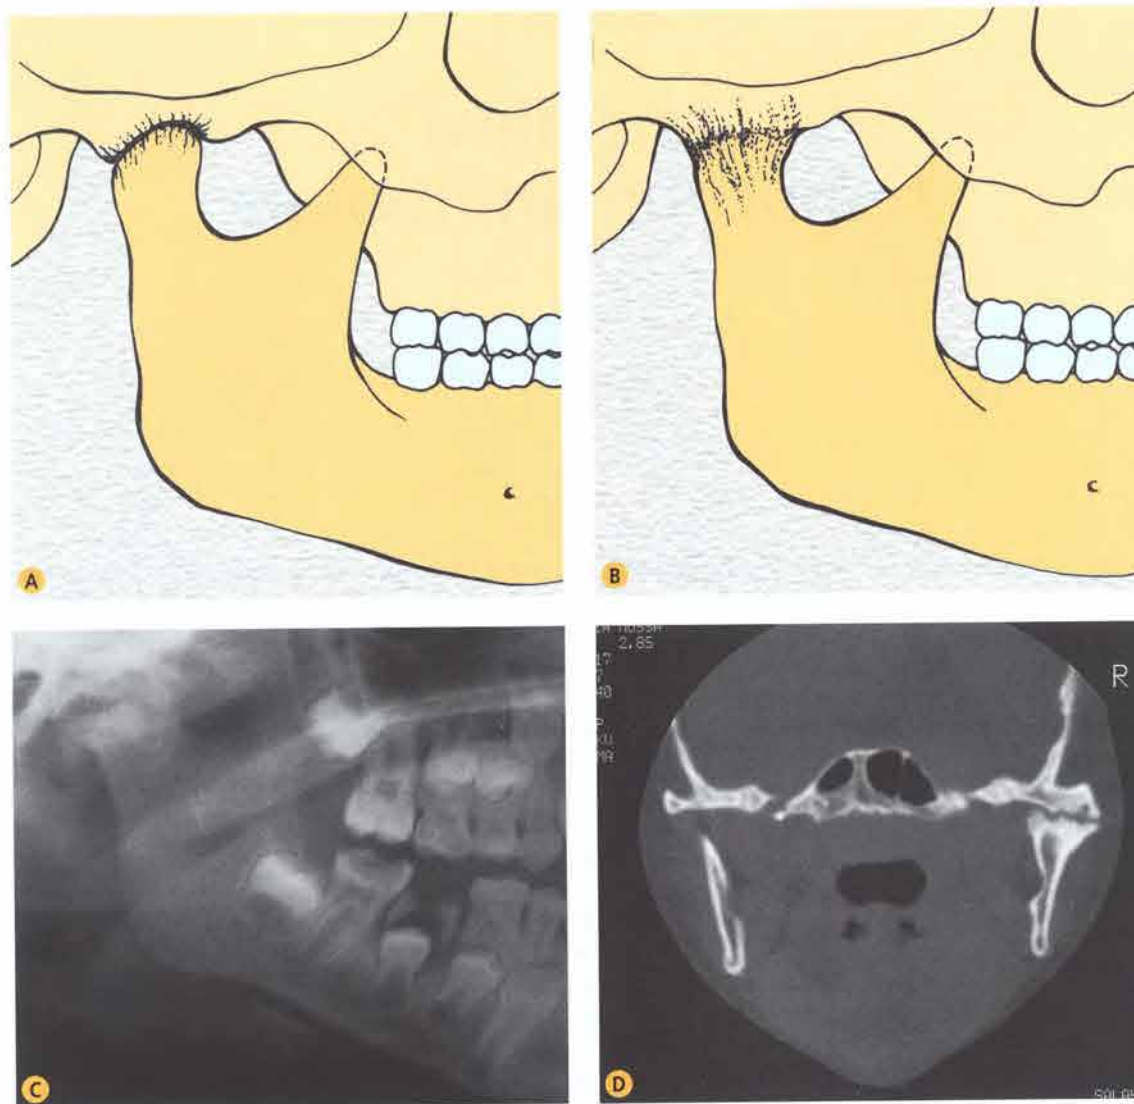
Quadro morfologico tipico di anchilosi temporomandibolare. A. Fase iniziale. B. Anchilosi completa con sovertimento totale della fisiologica architettura dell'articolazione. C-D. Immagini radiografiche di anchilosi temporomandibolare: (C) ortopantomica e (D) TC in proiezione coronale.
